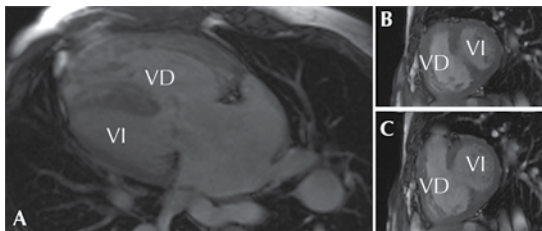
Resonancia magnética, corte de cuatro cámaras y eje corto: los atrios y los ventrículos se comunican a través de una válvula auriculoventricular común, con un solo orificio valvular. Ejemplo de la cardiopatía “canal atrioventricular”.
